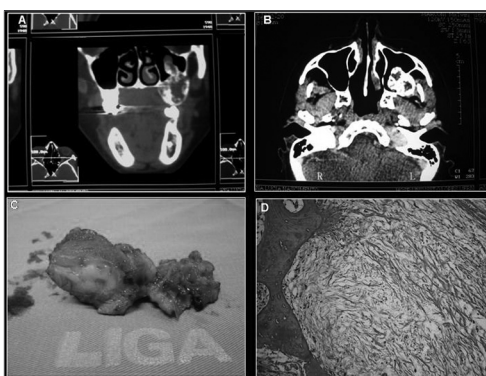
A- Tomografia corte coronal, B- Tomografia corte axial, C- Peça Cirúrgica, D- Corte Histopatológico.
